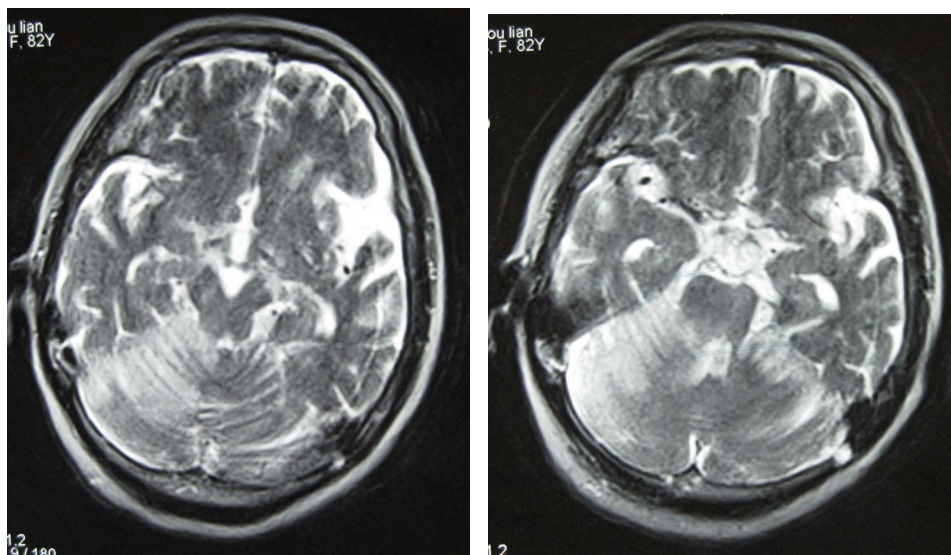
Nine hours after admission, T2-weighted MR images showed high signal intensities in the bilateral midbrain and cerebellum
